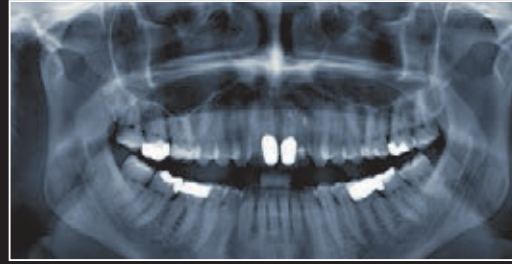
Implantatplanung mithilfe des Röntgenbildes.
